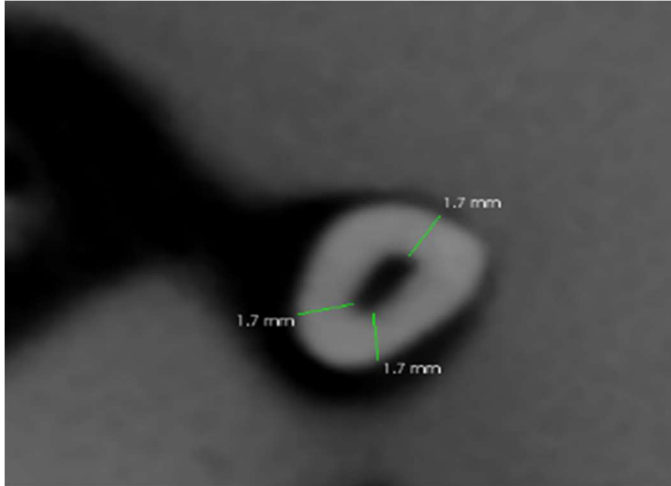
CBCT’de çekilen örnekler.
